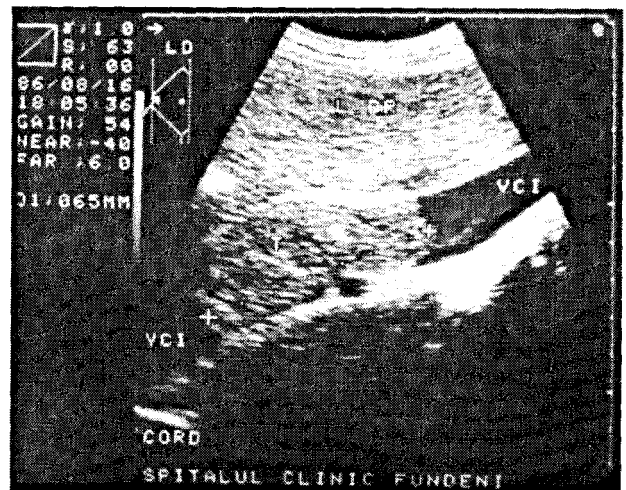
Ecografie longitudinală de venă cavă inferioară – trombus tumoral cav extins de la o tumoră renală dreaptă.
